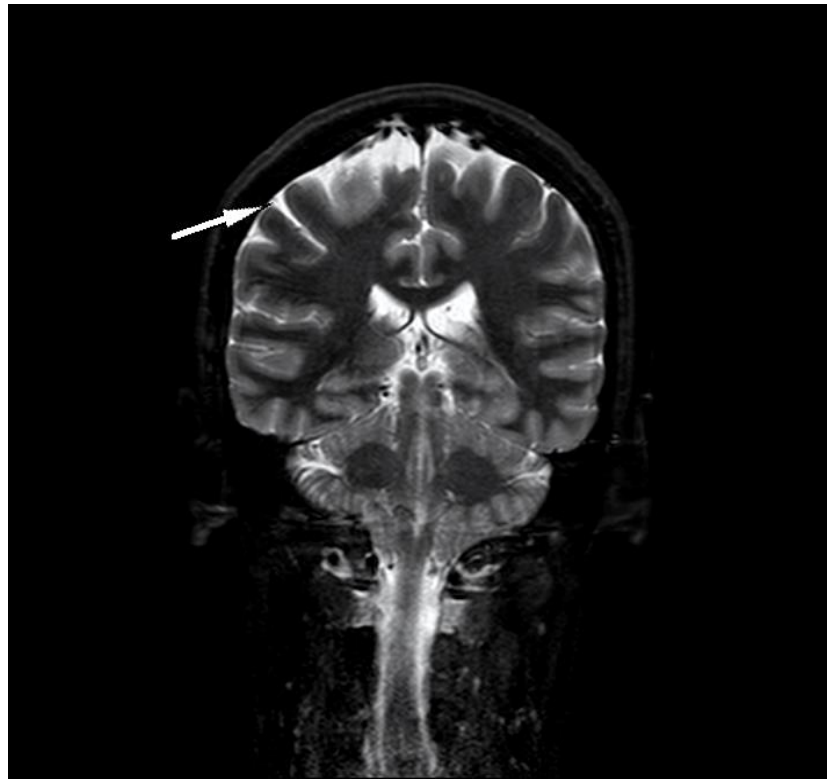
МР – томограма ГМ пацієнтки Л. 40 років з групи 1 (основної) (історія хвороби №759), режим Т-2 зваженого зображення, фронтальний зріз, на якому продемонстровано (стрілкою) явища кіркової атрофії.
